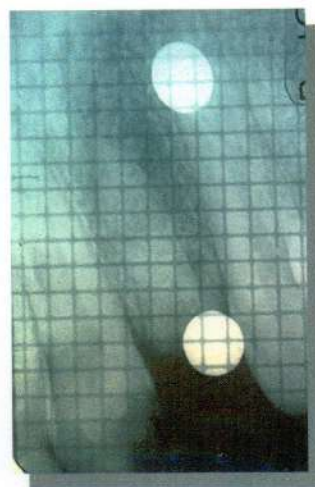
Caso clínico N° 6. Radiografía milimetrada post-operatoria inmediata.
